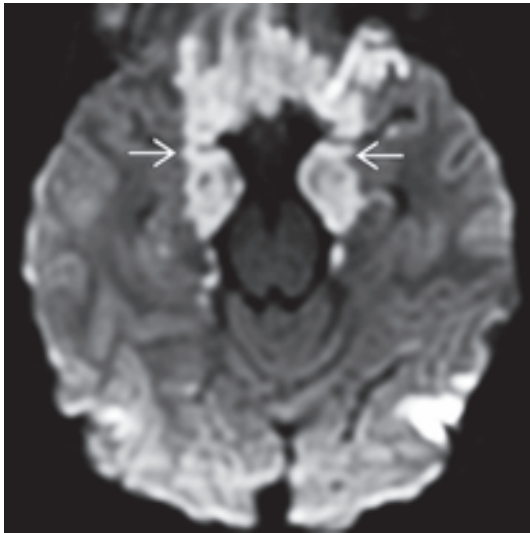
In der DWI nach zentraler DTH zeigt sich eine Diffusionsrestriktion in diesen Arealen (Pfeile).
